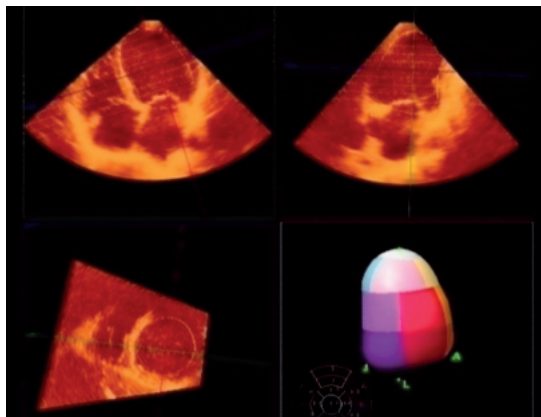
Ecocardiografia tridimensional, avaliando o volume ventricular em um paciente com miocardiopatia dilatada. Observa-se que esta modalidade torna possível melhor resolução espacial.
